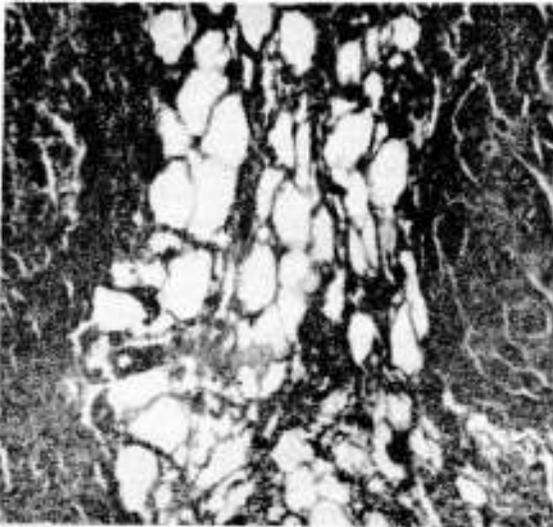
Muestra la existencia de tejido adiposo en el hamartoma pulmonar que según Ledor y col. su evidencia en la tomografía computada es patognomónico de dicho tumor.
